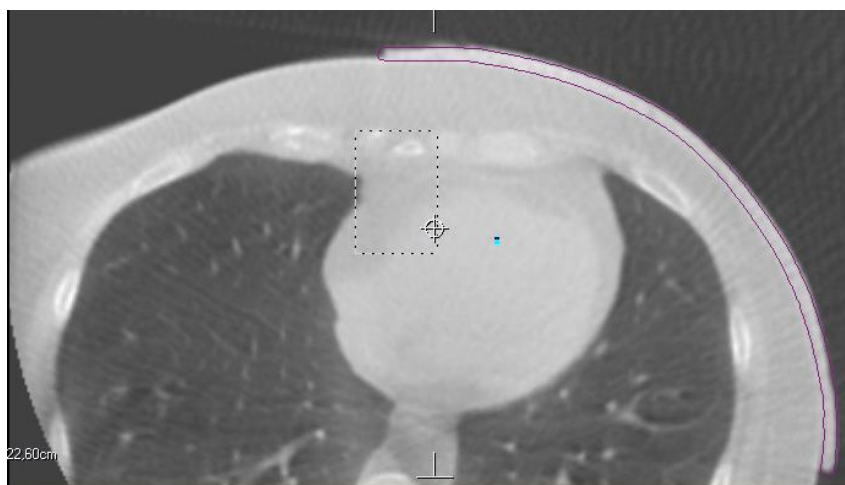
CBCT pré-traitement d'une patiente traitée au niveau de la paroi thoracique. Le bolus rose a été produit à partir d'un gabarit de découpe. Le bolus provenant du logiciel de planification est superposé à l'image (contour mauve).
